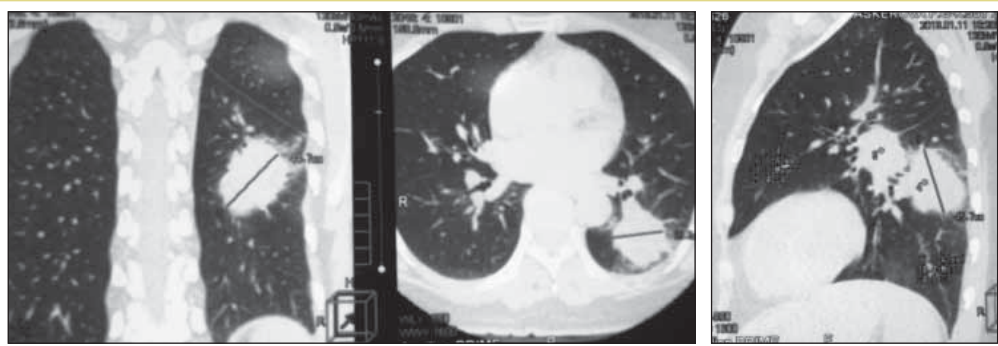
Данные КТ органов грудной клетки пациентки А. (01.11.13)
